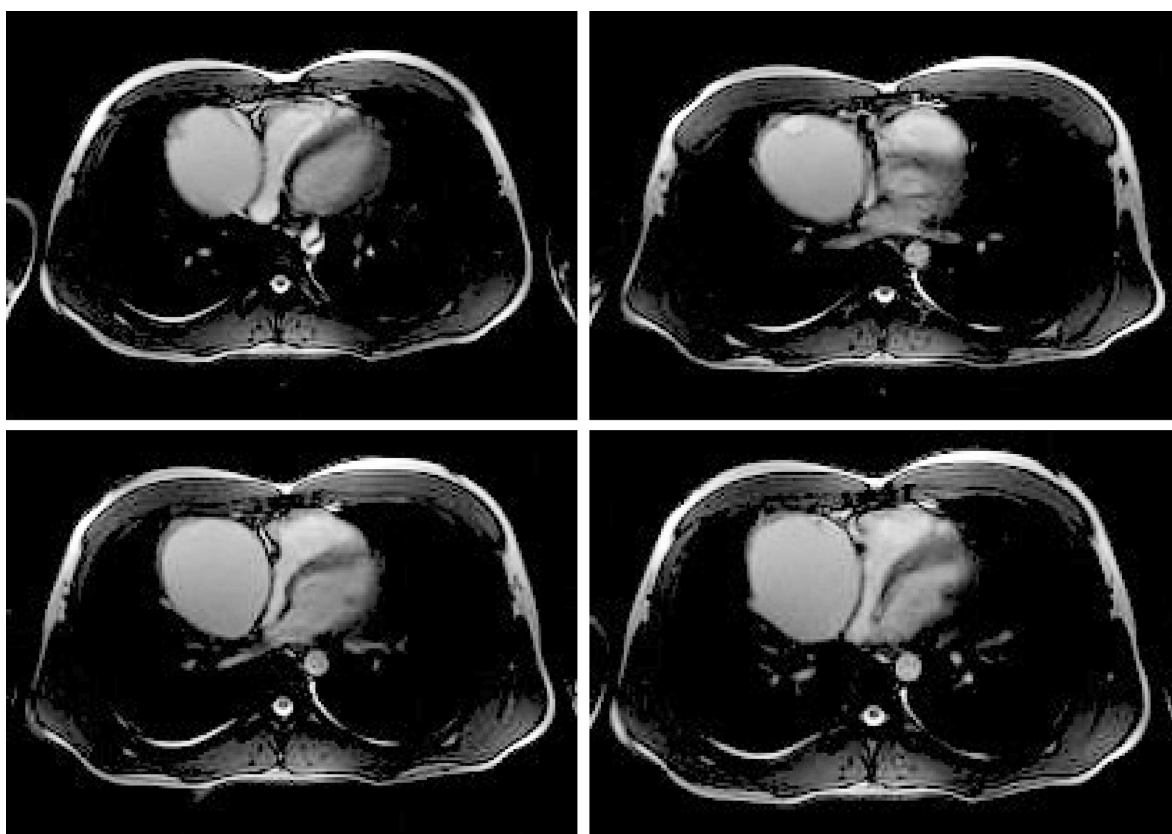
На серии МР томограмм, выполненных в программе FIESTA в режиме КИНО, в аксиальной плоскости образование справа от сердца без признаков пульсации и инвазивного роста. Содержимое имеет равномерный высокоинтенсивный сигнал.
